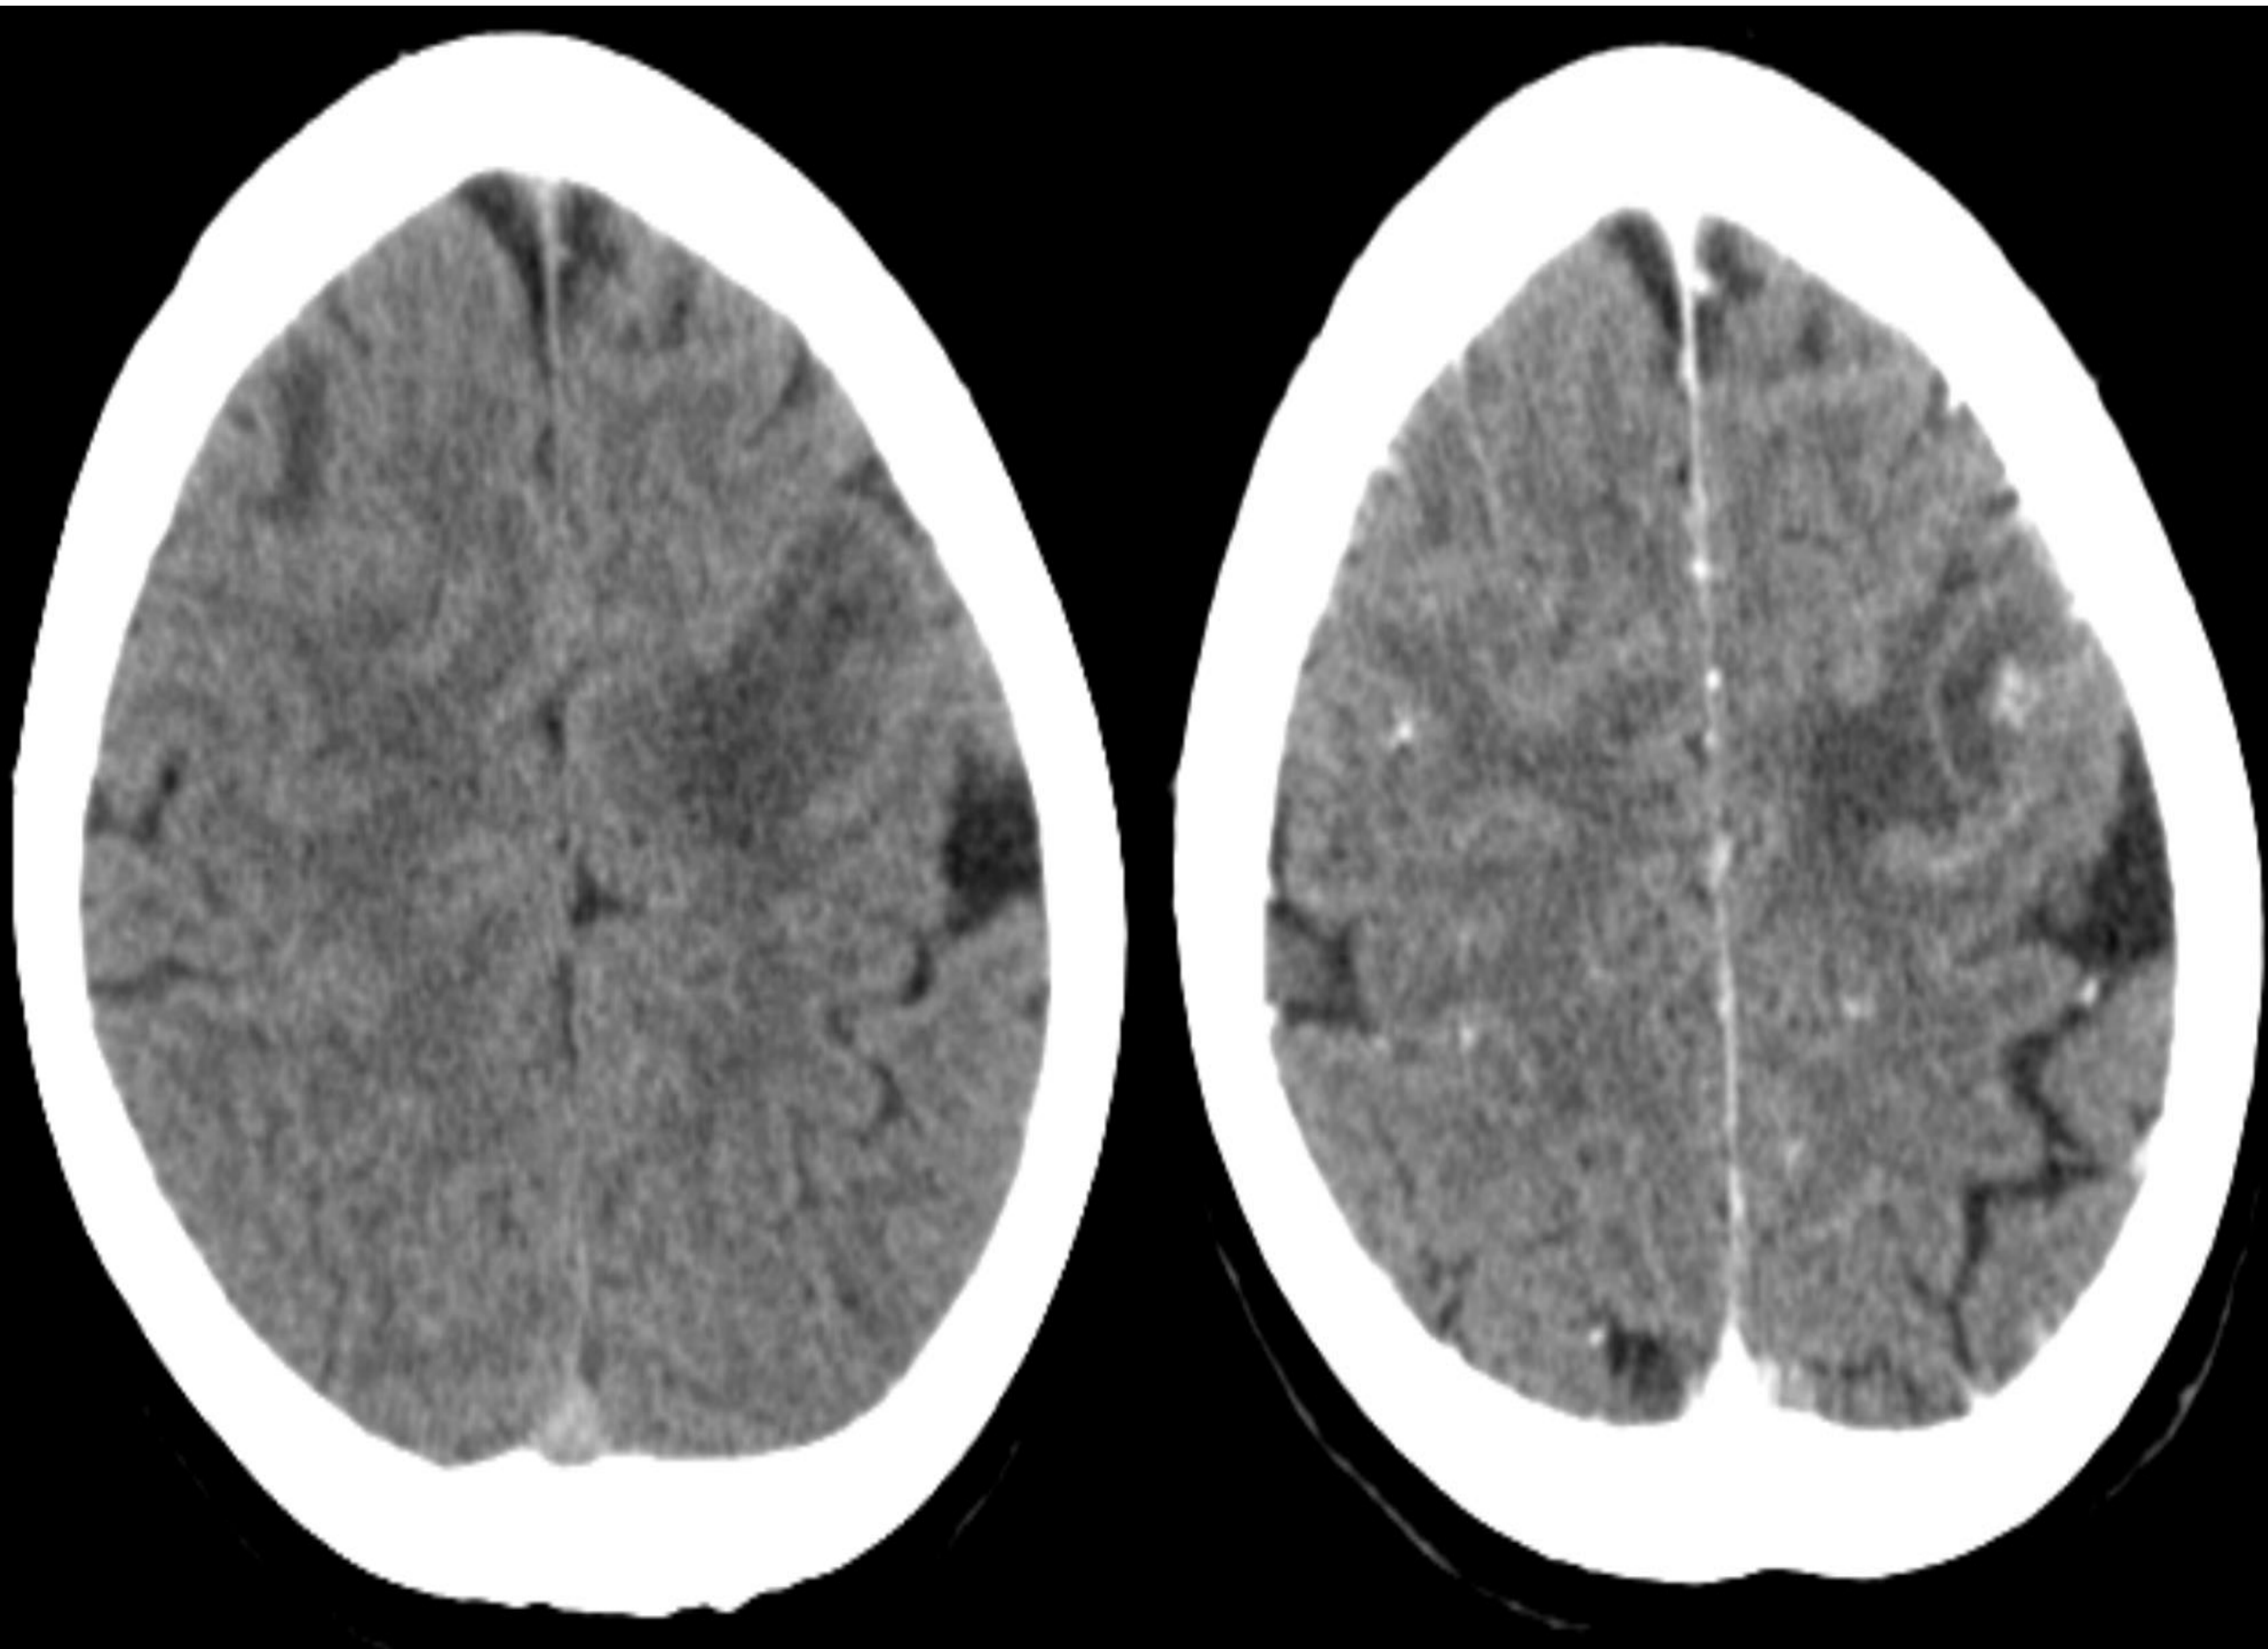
TC sin y con contraste intravenoso en paciente VIH que muestra área de edema en la sustancia blanca frontal izquierda, con una lesión ocupante de espacio subyacente localizada en la unión córtico-subcortical que muestra realce en anillo fino y realce sólido del nódulo periférico.
